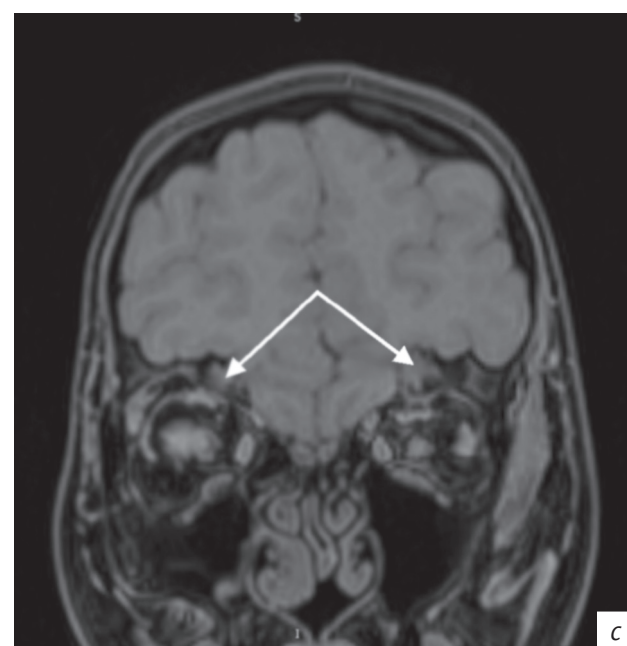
МРТ головы, аксиальные проекции в режимах T1 (a) и T2 (b), коронарный срез в режиме T1 (c). Дисплазия лобных долей. Проллабирание мозгового вещества лобных долей в полость дефектов (стрелки)
